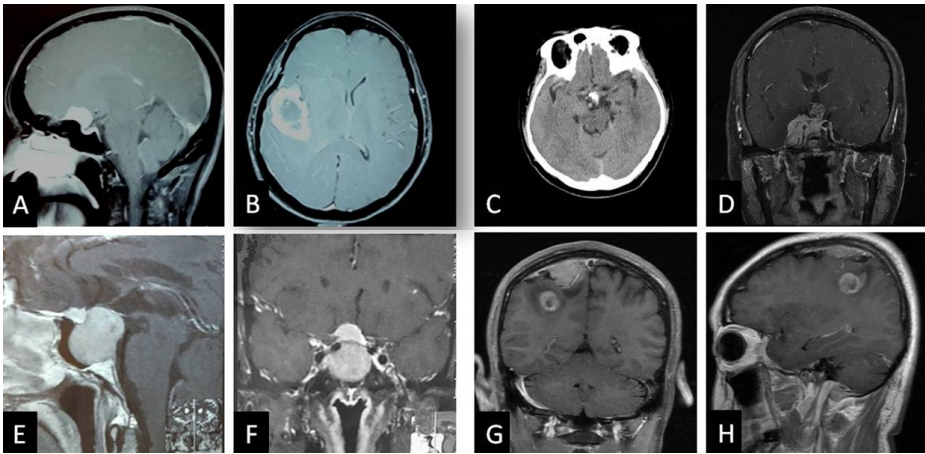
颅内共存肿瘤影像学表现 A、B. 右侧额叶高级别胶质瘤(WHO 分级Ⅳ级)+鞍结节脑膜瘤(内皮细胞型,WHO 分级Ⅰ级)MRI 增强示鞍结节见均匀强化病变,右侧额叶见不规则环形强;C、D. 右侧海绵窦脑膜瘤+鞍区颅咽管瘤颅脑 CT 示鞍上团片状高密度影, MRI 增强示右侧桥小脑角区、右侧海绵窦病变呈明显均匀强化,鞍上病变呈不强化信号影;E、F. 垂体腺瘤+鞍结节过渡性脑膜瘤(WHO 分级Ⅰ级)MRI 增强示鞍结节
